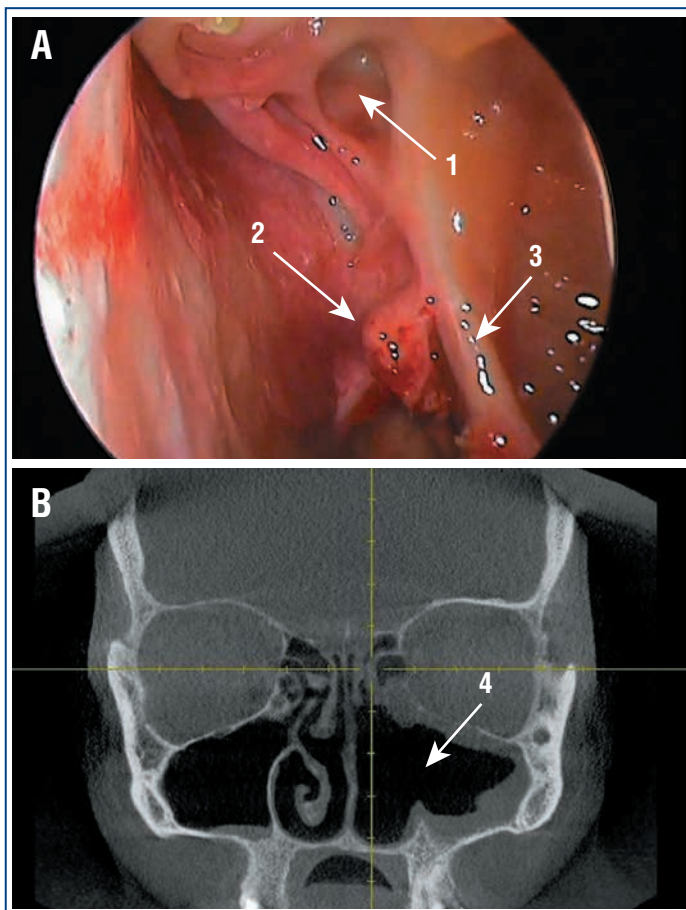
Состояние через 1,5 мес. после проведения хирургического вмешательства: А — эндоскопическая картина полости носа, хорошо обозрим вскрытый решетчатый лабиринт (1), фрагмент средней носовой раковины (2), край сформированного соустья с левой верхнечелюстной пазухой (3); В — КТ околоносовых пазух: определяется пристеночный отек стенок левой верхнечелюстной пазухи, отсутствие средней и нижней носовых раковин, латеральной стенки полости носа (4)
